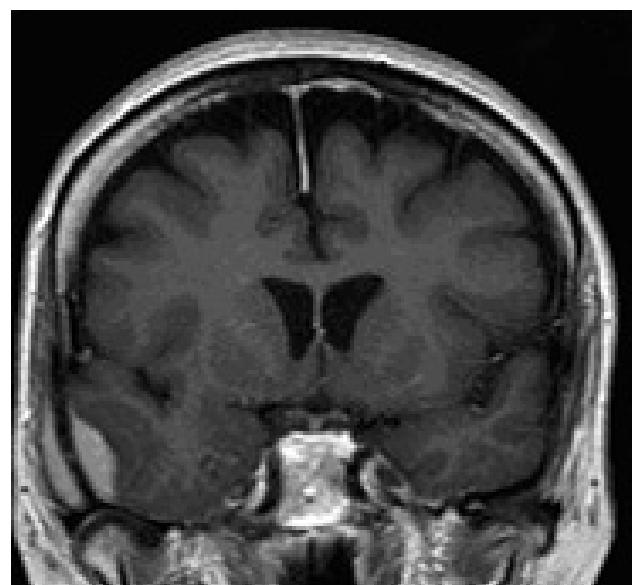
RM, corte coronal en fase contrastada que muestra una lesión hiperintensa sugerente de un meningoíoma con actividad hiperostótica.
